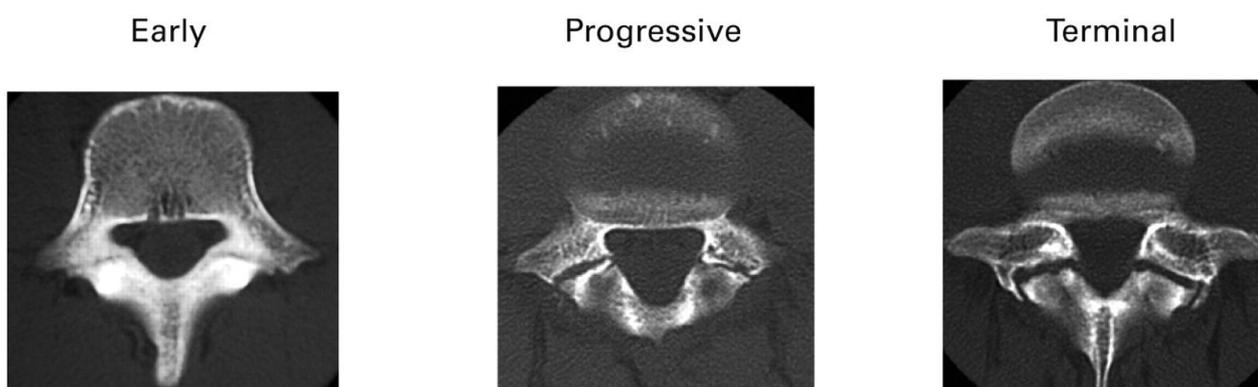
Stadiazione temporale della spondilolisi mediante TC
